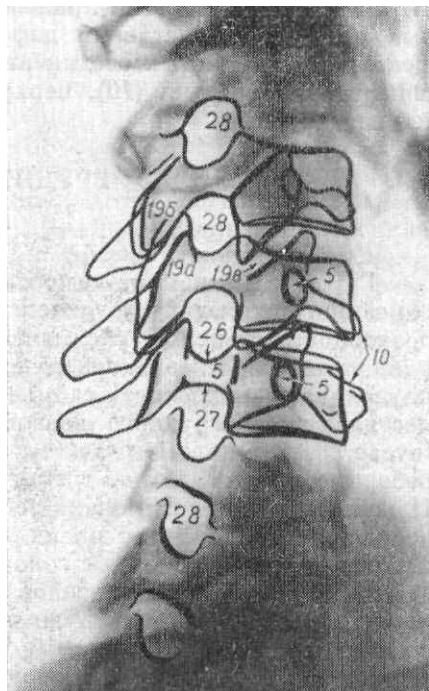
Рентгенограмма шейных позвонков в косой задней проекции.
